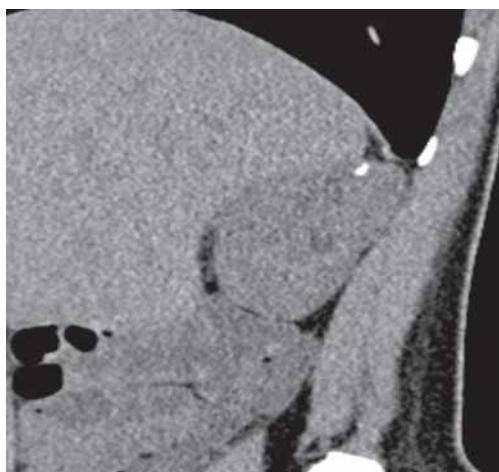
Уро-МСКТ. Нативная и экскреторные фазы. Конкремент верхней чашечки с практически подкапсулярным расположением — локальное истончение паренхимы над конкрементом
